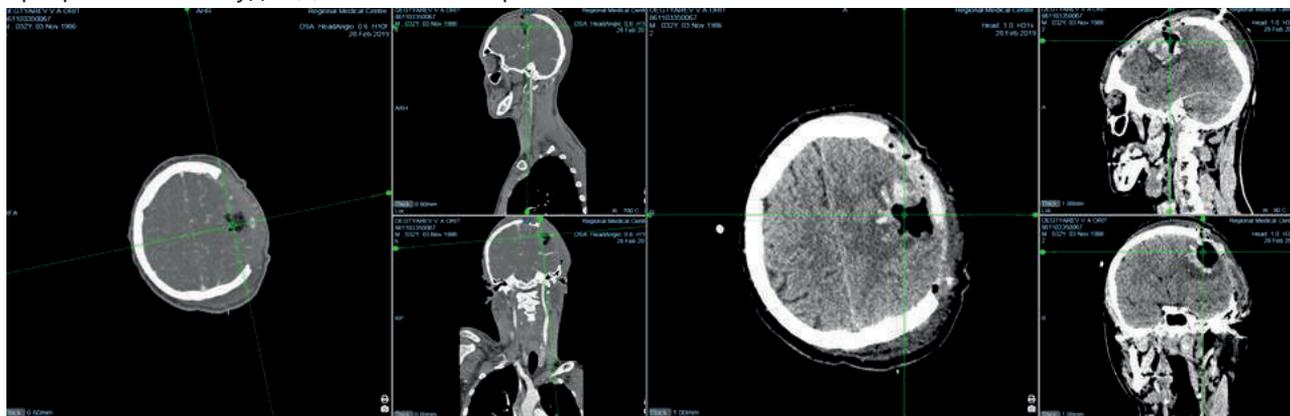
Контрольное КТ, КТА головного мозга в раннем послеоперационном периоде
